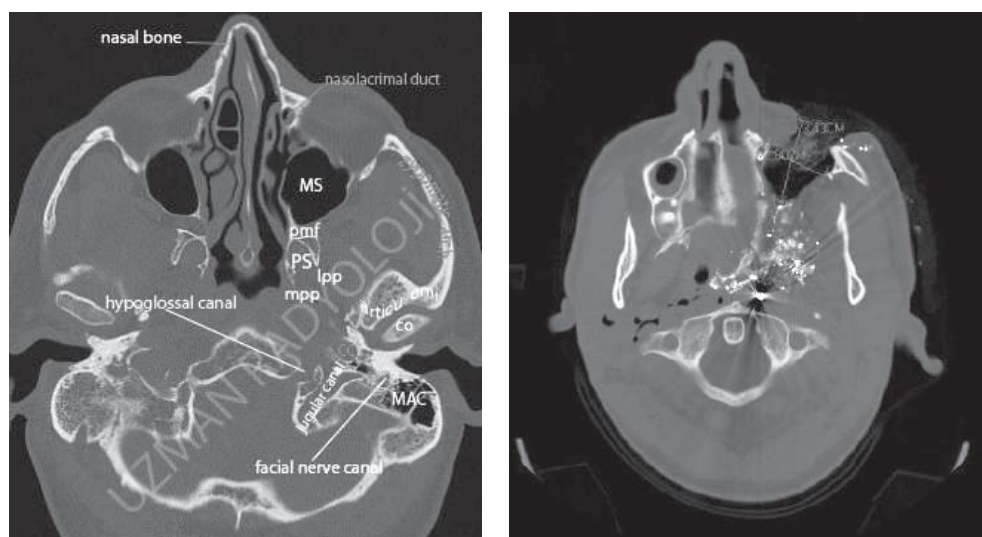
Оценка костного дефекта в осевой проекции черепа (КТ). Сравнительный анализ нормальной анатомической конструкции
